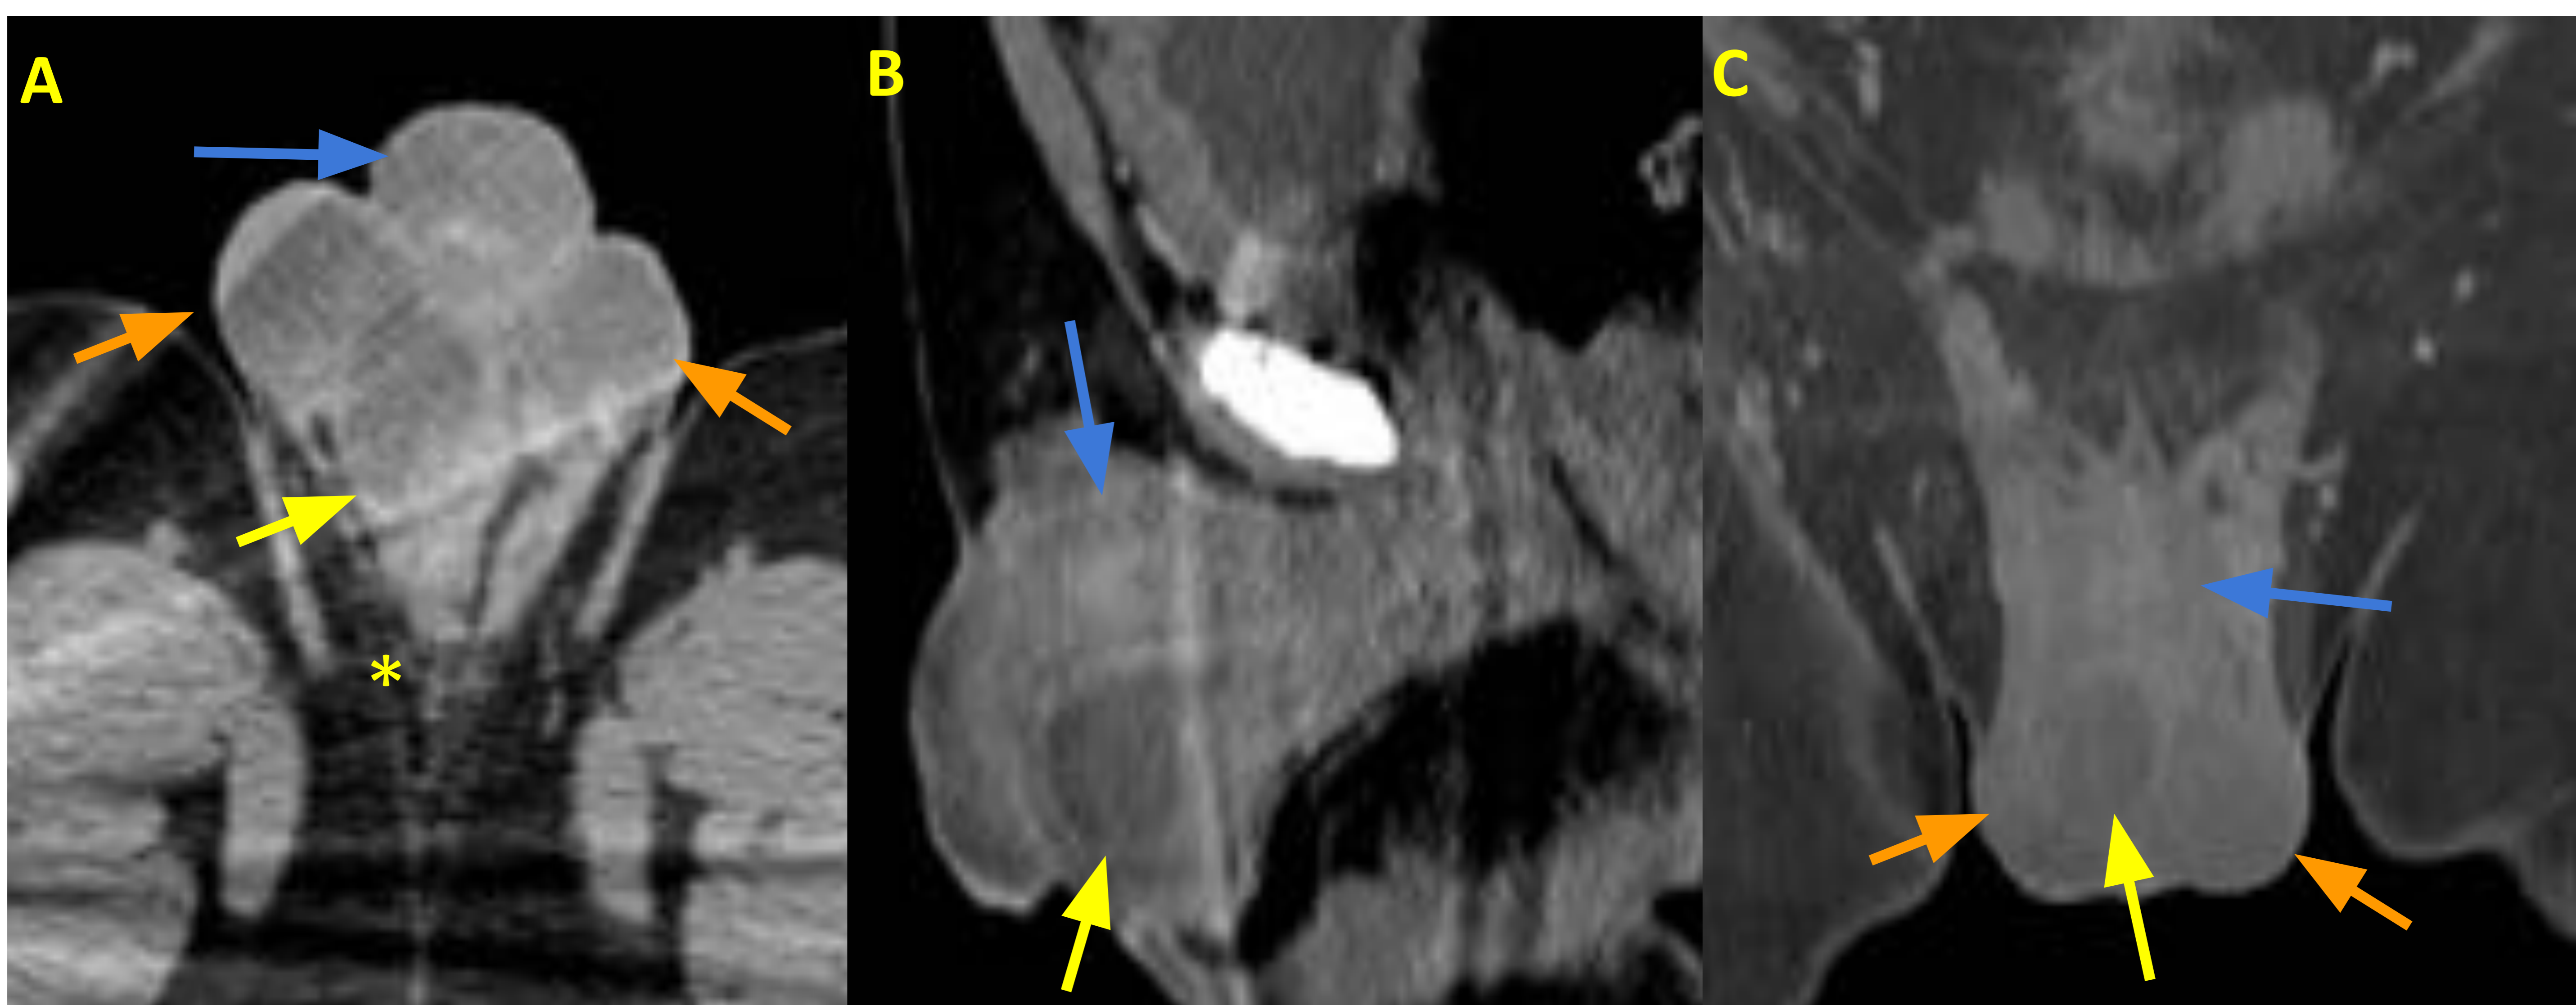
Absceso perineal en la base del pene. TC con contraste con cortes axial (A), sagital (B) y coronal (C). Paciente de 61 años con antecedente de uretroplastia y resección transuretral de tumor vesical que acude por dolor en base de pene y escroto de 24 horas de evolución. Colección líquida de paredes engrosadas y realzantes (flecha amarilla), localizada en la base del pene (flecha azul). Reticulación de la grasa adyacente (asterisco amarillo) y cambios inflamatorios en ambos hemiescrotos (flechas naranjas).
